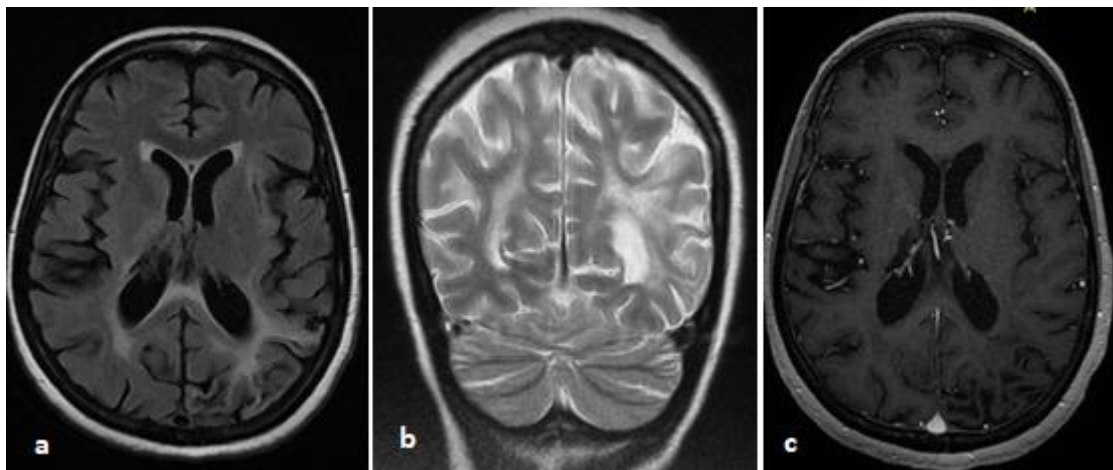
IRM cérébrale en séquences pondérées FLAIR en coupes axiales (a) et séquences T2 en coupe coronale FLAIR (b) T1 avec injection du gadolinium (c) objectivant des anomalies de signal asymétriques de la substance blanche péri ventriculaire occipitale plus marquées à gauche avec atteinte des fibres U en hyper signal T2 FLAIR non rehaussées après injection du gadolinium compatible avec une leuco encéphalopathie multifocale progressive (LEMP)
